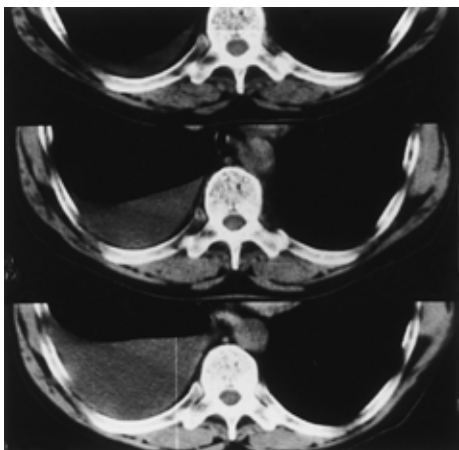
Chest CT revealing right pleural effusion (upper: November 7, 1996, middle: March 5, 1997, lower: August 8, 1997)
